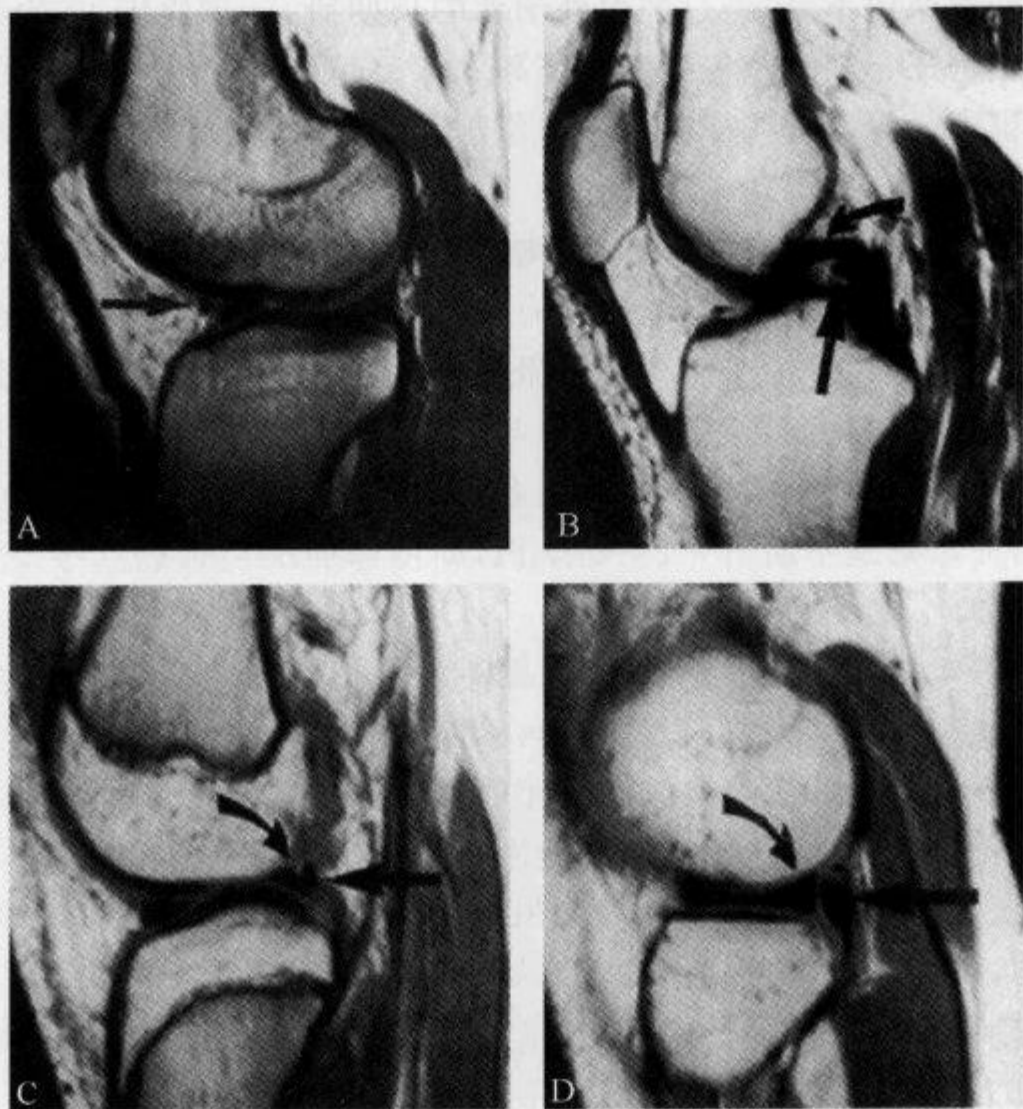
“半月板横韧带”、“半月板股骨韧带”、“腓肌腱”的 MRI 影像图片
